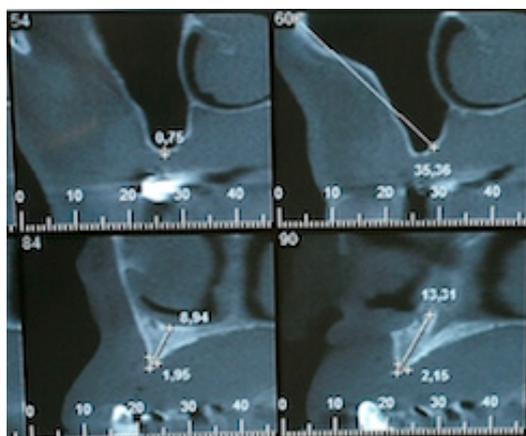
Severa perda óssea observadas em tomografia computadorizada
